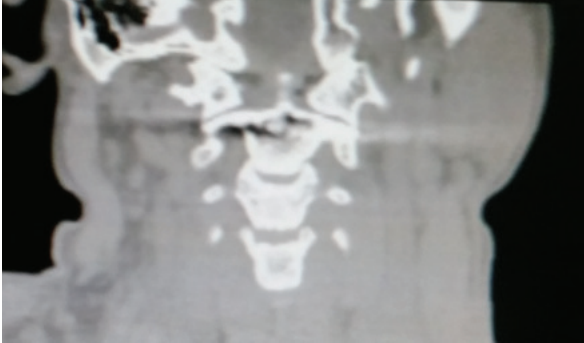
Tomographic image of the bullet in the cervical canal (indicated by arrow)
